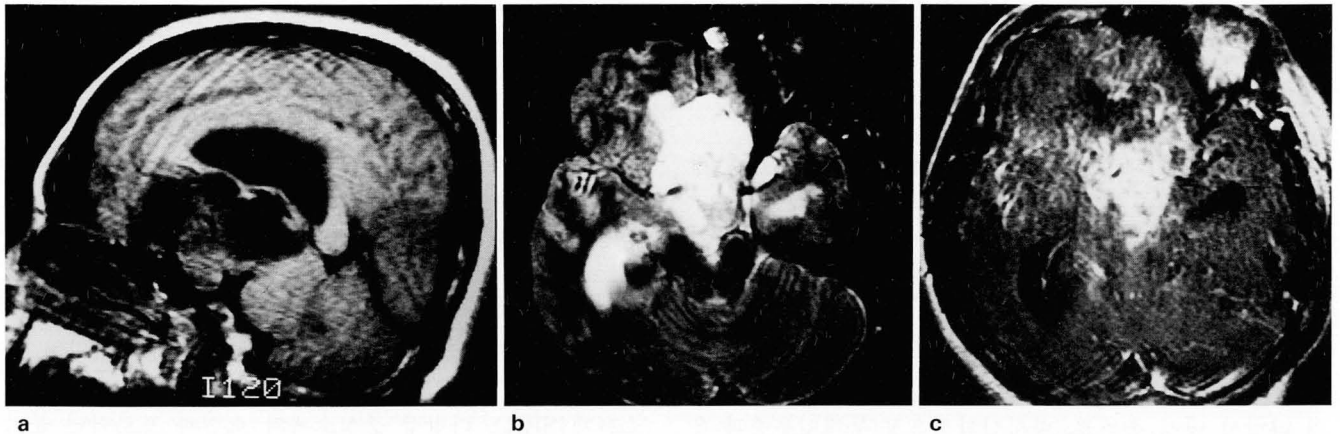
a, b and c. Sagittal T1-weighted and axial T2-weighted images show multilocular cystic and solid sellar and suprasellar mass with low signal intensity on T1WI, high signal intensity on T2WI of cystic portion, isointense on T1WI, isointense and slightly hyperintense on T2WI of solid portion. Axial T1WI with Gd-DTPA enhancement shows irregular enhancement of solid portion of tumor.
